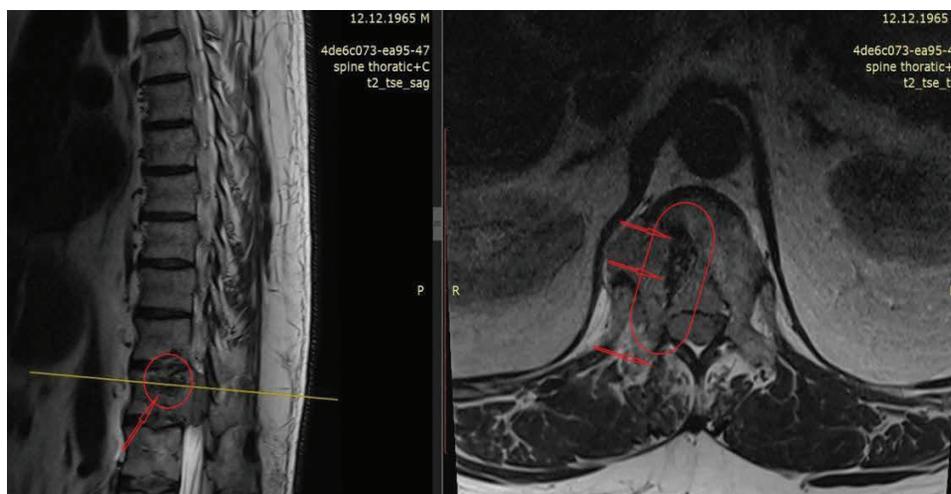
Магнитно-резонансная томография после выполнения процедуры
